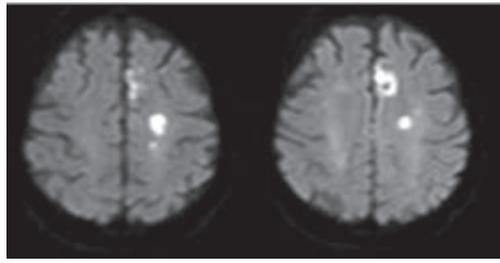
МРТ-исследование, режим DWI. Очаги ишемии
